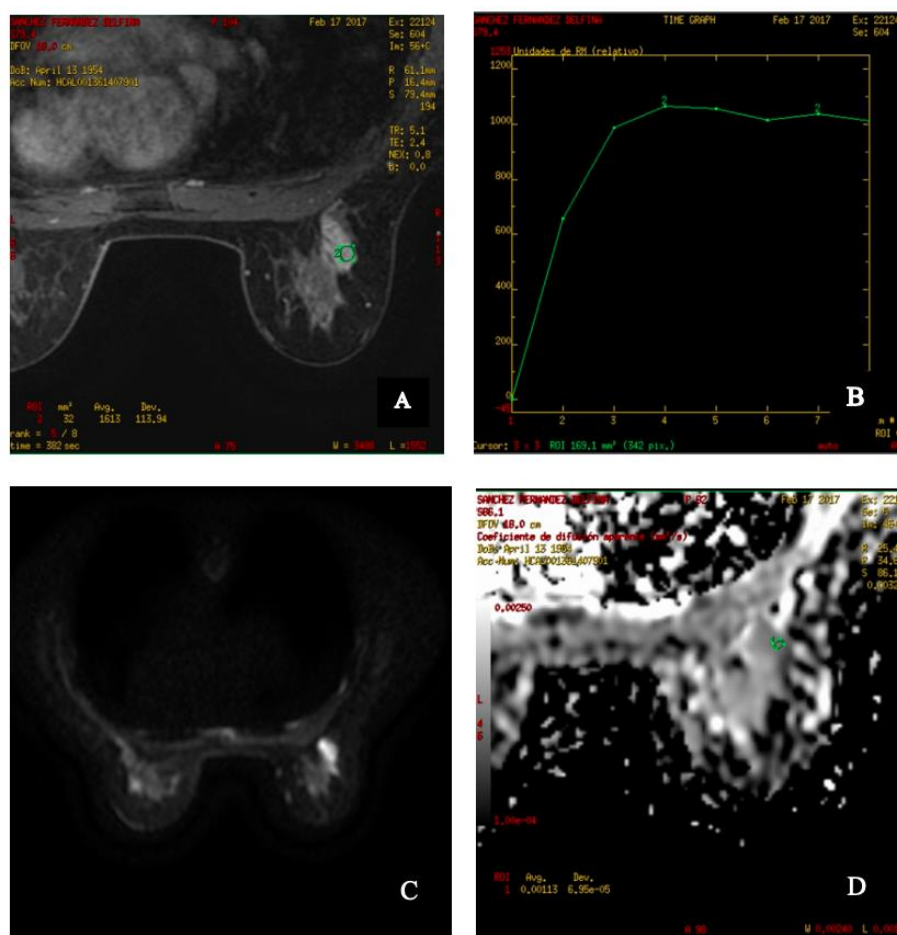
Estudio de un CDIS de alto grado categorizado como BI-RADS 4c. Imagen A) Estudio de RM dinámico con contraste potenciado en T1 con sustracción grasa en proyección axial. Imagen B) Curva tiempo-intensidad de captación de contraste (curva tipo II). Imagen C) Imagen de RM potenciada en la secuencia Difusión. Imagen D) Mapa de CDA, donde se aprecia una restricción a la difusión.
